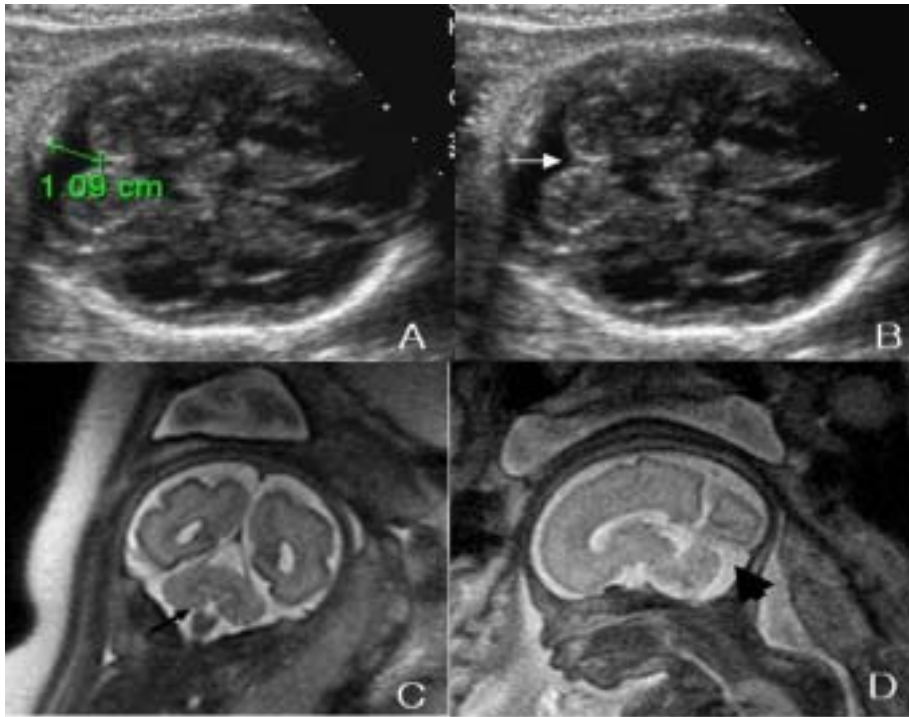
A case diagnosed as suspicious Dandy-Walker variant by ultrasonography due to mild cisterna magna enlargement (A) and defect of cerebellar inferior vermis. But, fetal MRI shows intact cerebellar inferior vermis (C) and normal sized posterior fossa (D). In postnatal MRI, this fetus was diagnosed to be normal.
